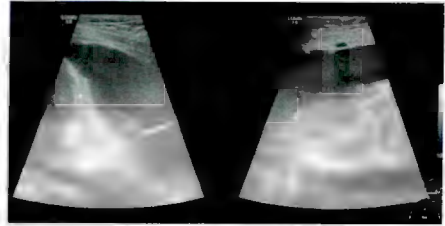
USG de tórax donde se muestra toracentesis guiada por ultrasonido y pleurodesis química.
